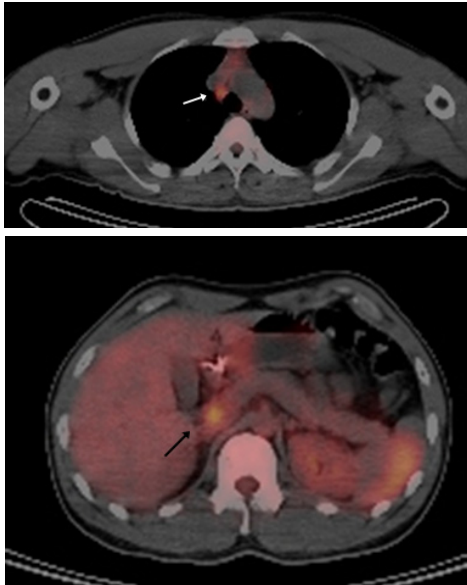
PET-CT findings. (4A) A PET-CT scan shows a hypermetabolic lymphadenopathy (arrow) in the right lower paratracheal area. (4B) A PET-CT scan shows a hypermetabolic lymphadenopathy (arrow) in the peripancreatic head area.
